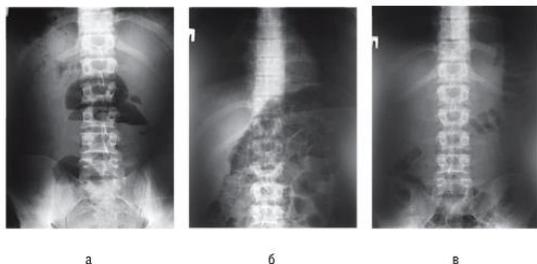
Обзорная рентгенограмма брюшной полости больной, 56 лет: а - при поступлении; б - через 6 ч; в - через 12 ч
